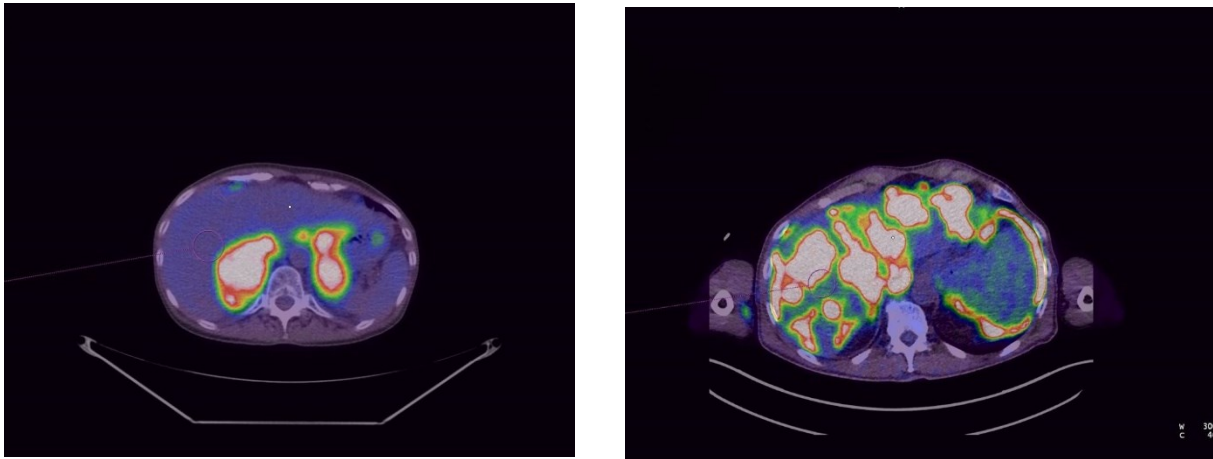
Vergleich verschiedener "spill-over"-Situationen in der fusionierten FDG-PET/CT, SUV-Skala: 0-10 links: leicht korrigierbarer spill-over in die Leberreferenzregion. rechts: schwer korrigierbarer spill-over durch massive Infiltration der Leber. In Magenta ist jeweils die Position der Leberreferenzregion nach dem automatischen Setzen durch „syngo-via“ dargestellt.
